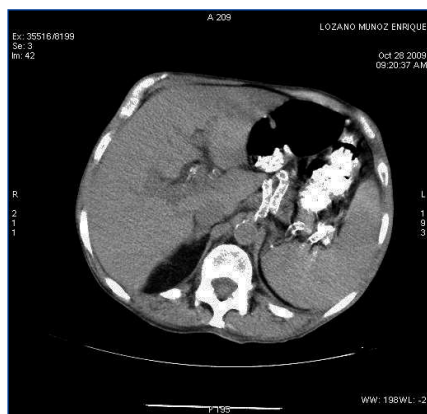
TAC con contraste a nivel esplénico tras 2 meses de tratamiento con tuberculostáticos.
